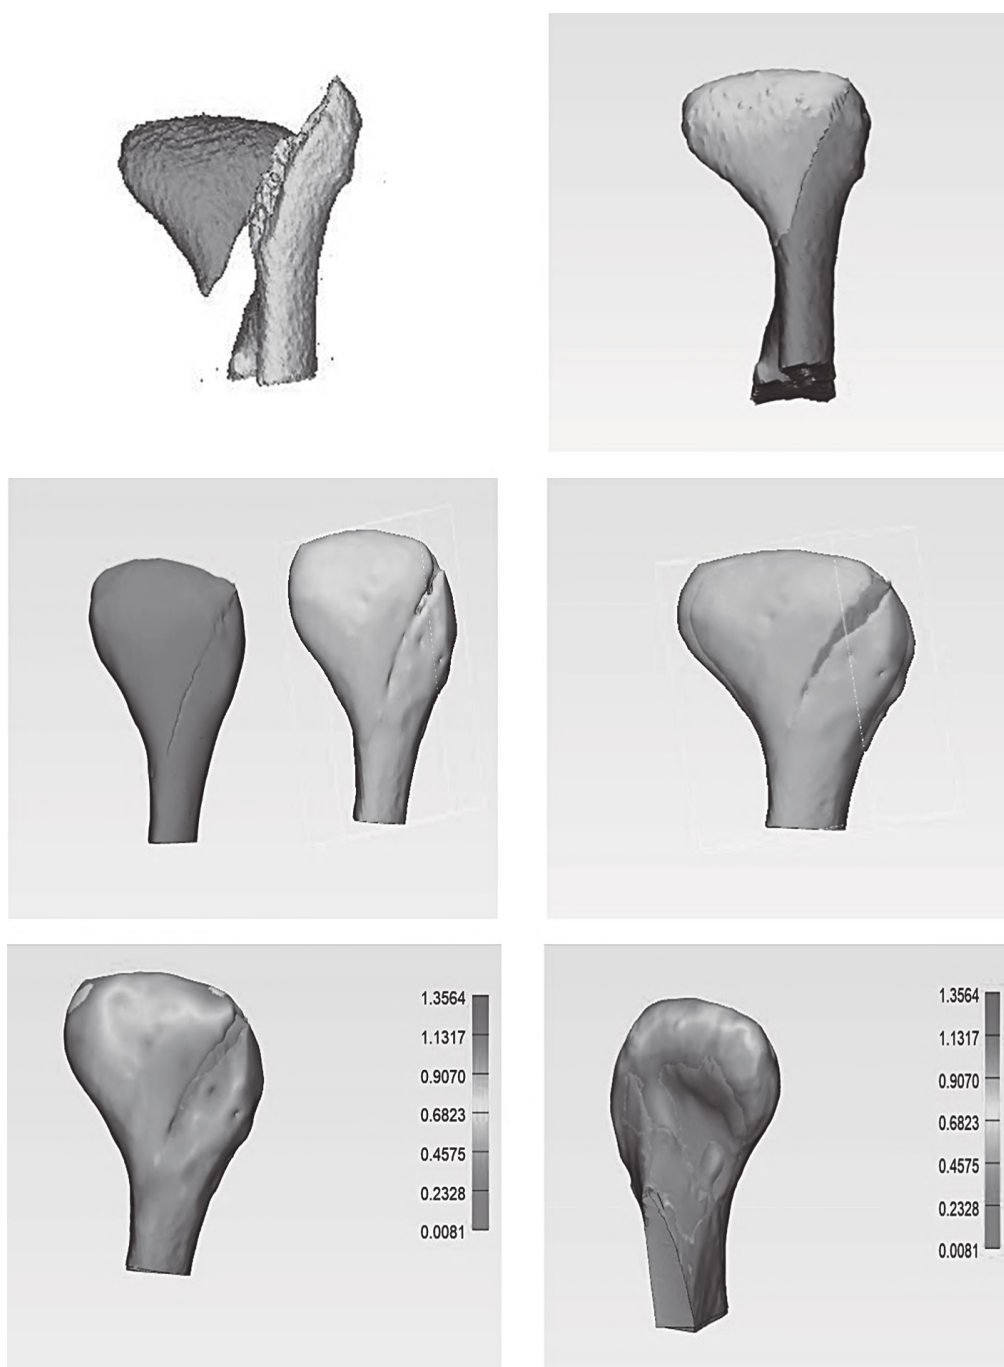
Оцінка відповідності змодельованого плану та отриманого післяопераційного результату шляхом співставлення STL моделі віртуально репонованої голівки НЩ на 3-D реконструкцію післяопераційної КТ.
